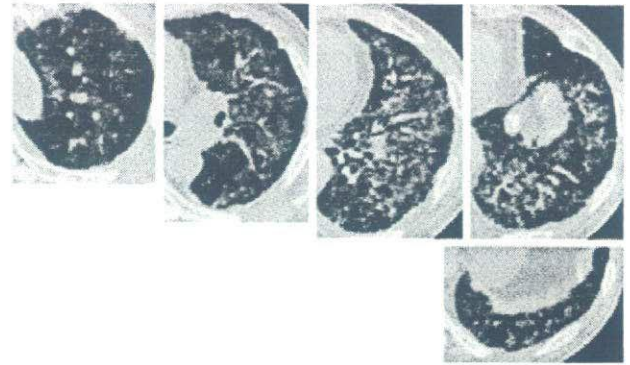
Chest HRCT scan upon admission showing extensive ground-glass attenuation with traction bronchiectasis and honeycombing.
